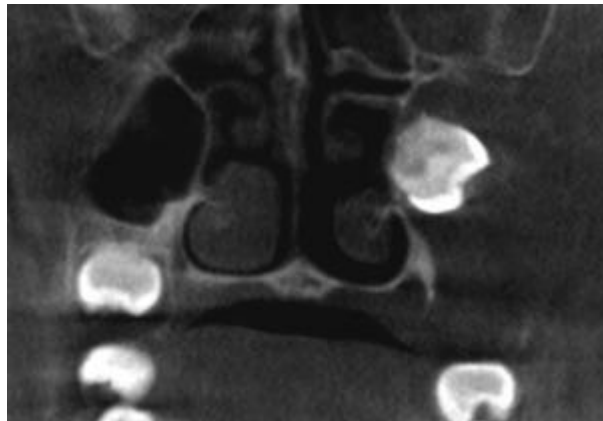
CBCT coronal muestra un tercer molar maxilar impactado que ha sido desplazado hacia el seno maxilar (44)
